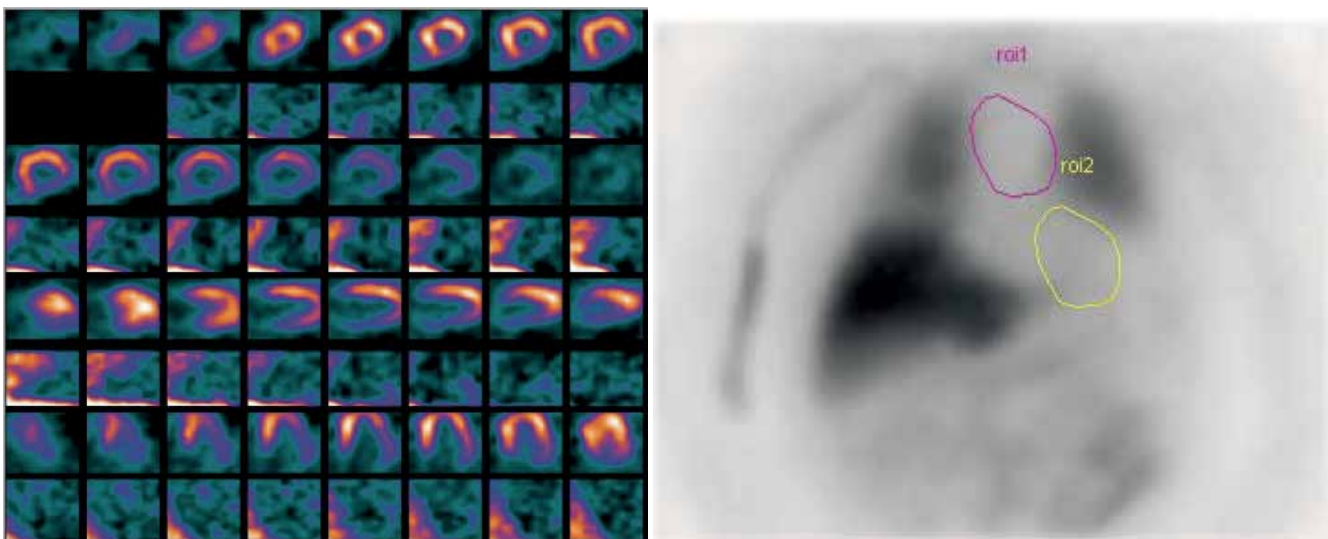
Vľavo hore zobrazenie stavu ANS vyšetrením VSF spektrálnou analýzou (rozvinutá autonómna neuropatia). Vľavo dole kvantitatívne vyhodnotenie pomocou indexu srdce/mediastinum (S/M). V strede zrekonštruované SPECT rezy do obrazu polárnej mapy (hore vyšetrenie perfúzie – viability, dole stav adrenergetickej inervácie myokardu <sup>123</sup>I-Adreview). Vpravo zrekonštruované SPECT rezy v jednotlivých rovinách, prvý horný riadok vyšetrenie perfúzie myokardu <sup>99m</sup>Tc – tetrofosmin (Myoview) – normálny nález, druhý riadok vyšetrenie adrenergetickej inervácie myokardu <sup>123</sup>I-Adreview.
